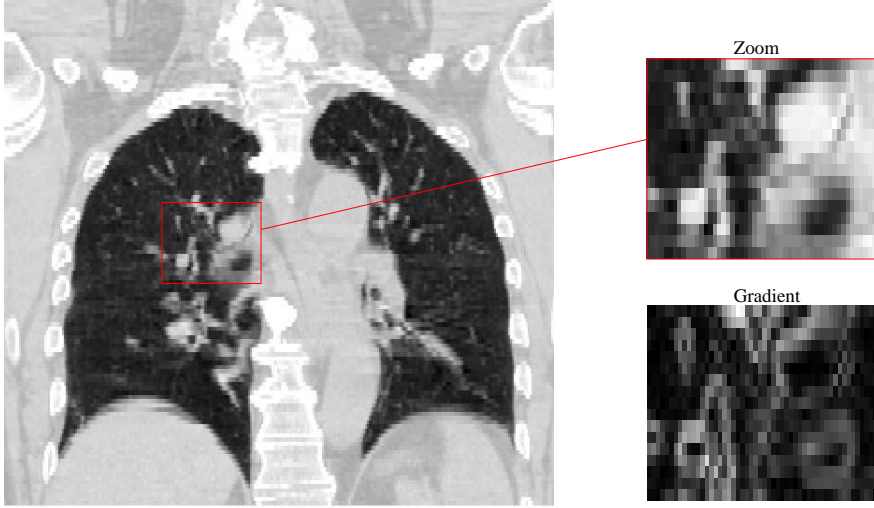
Image TDM et zoom sur une partie de son image de gradient : l'information de gradient n'est pas toujours pertinente, par exemple sur la paroi intérieure du poumon.
